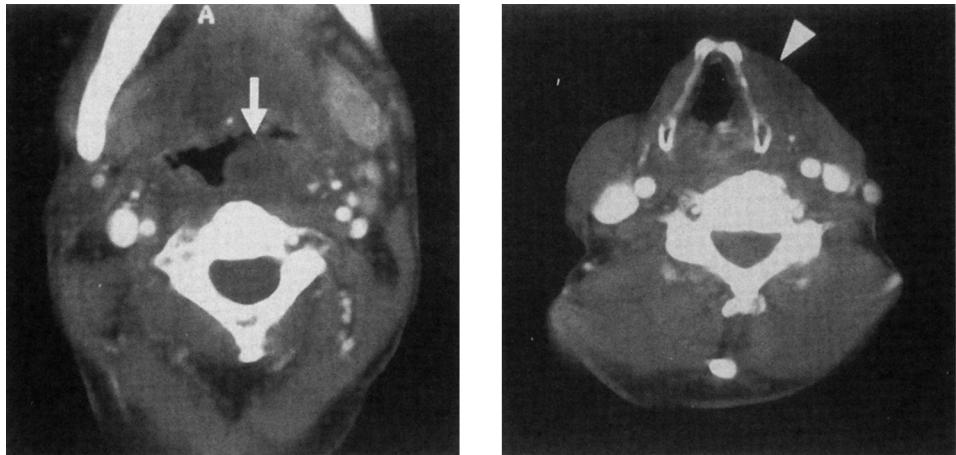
CT scan of retropharyngeal abscess
